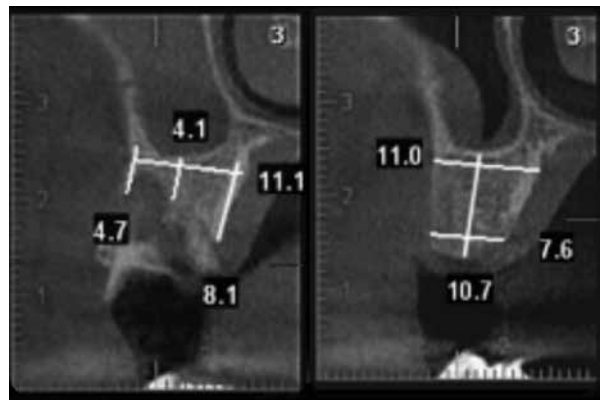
Tomografia Vista Axial após 150 dias de proervação e acompanhamento do caso.
